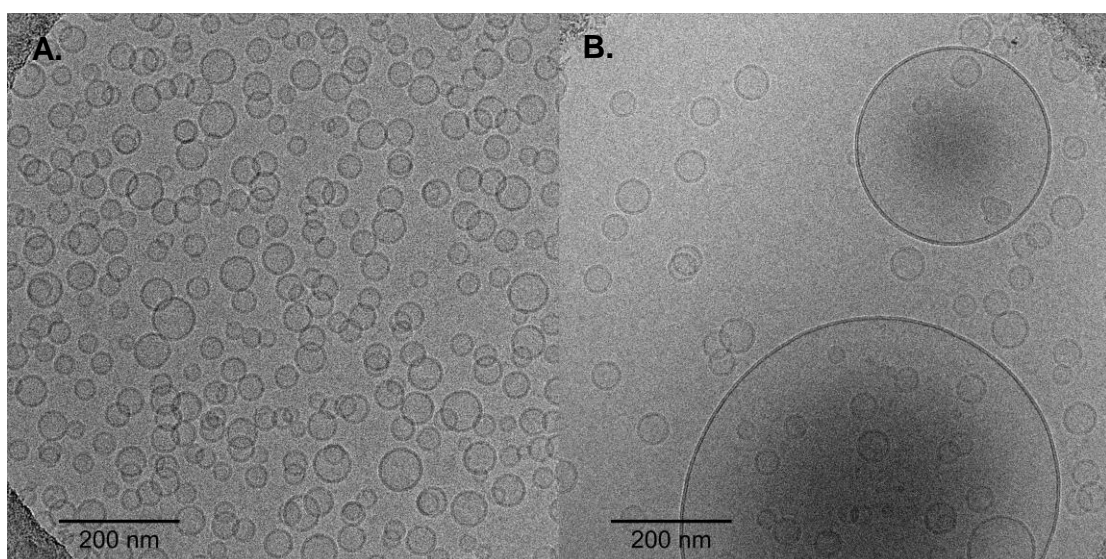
images du lot BL-ANC2021-14 issues de l'analyse par cryo-TEM. A. SUV ; B. LUV
